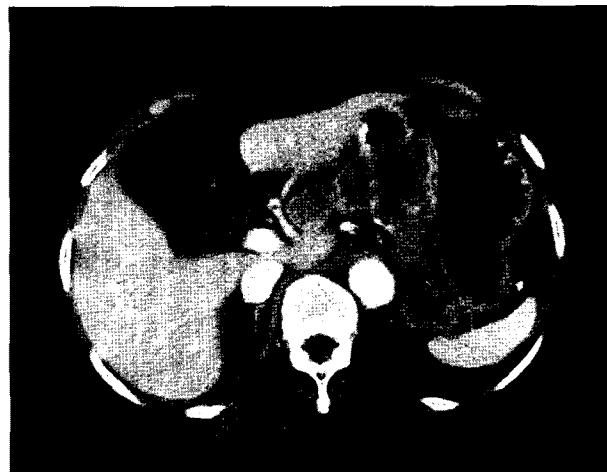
Abdominal CT scan showed eccentric minimal gastric wall thickening with some ulceration and well-defined heterogeneous mass just below the ulcerative mass in posterior wall of gastric antrum. There are also multiple variable sized enlarged lymph nodes at perigastric regions.
